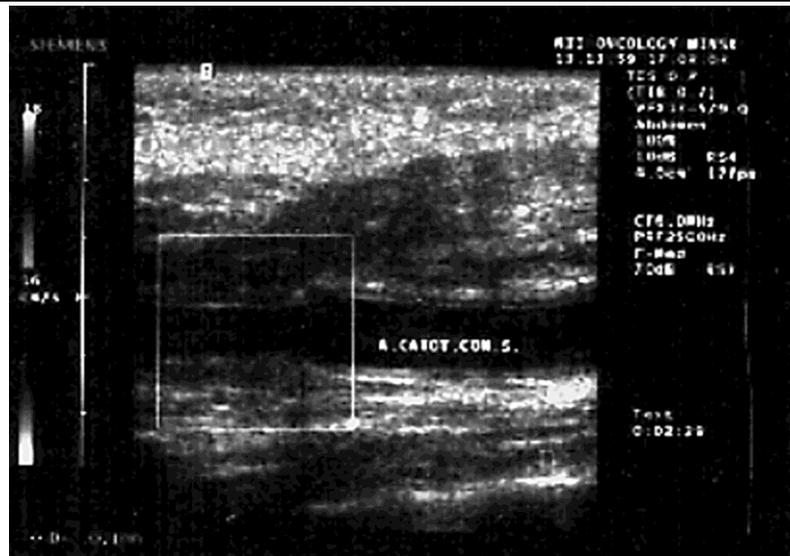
УЗИ пациентки П. через 1 месяц после операции (аутовенозный трансплантат функционирует)
